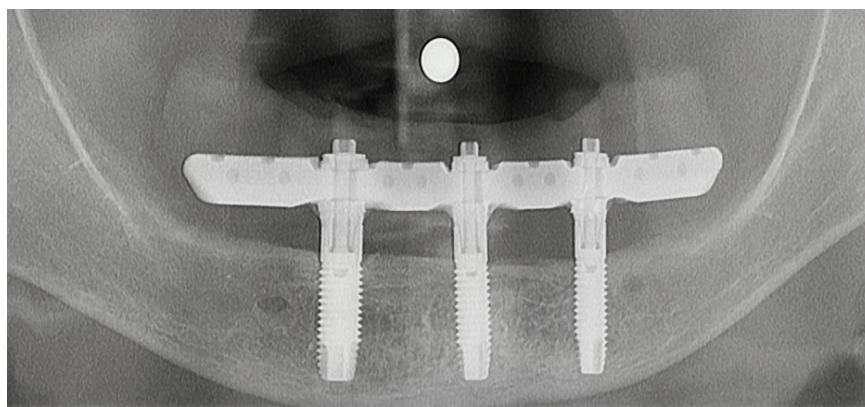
Ортопантомограмма пациента М-х, 73 лет через 4 года после имплантационного протезирования: стабильное состояние периимплантатной кости
